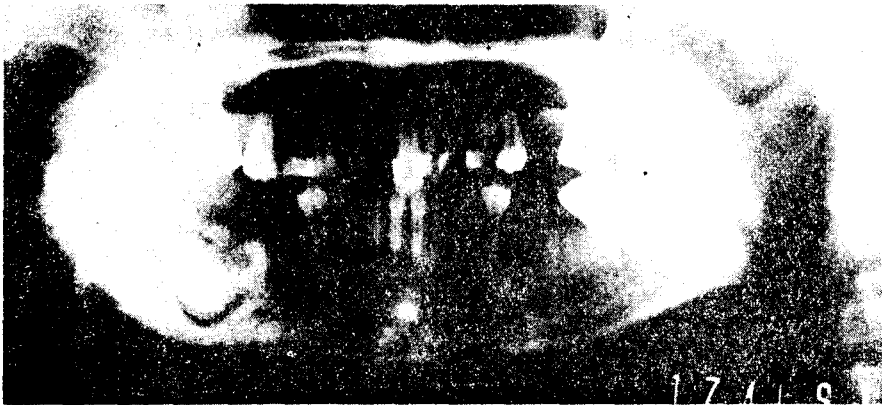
下顎左側 白齒部에 發生한 骨化性纖維腫의 orthopantomogram.
